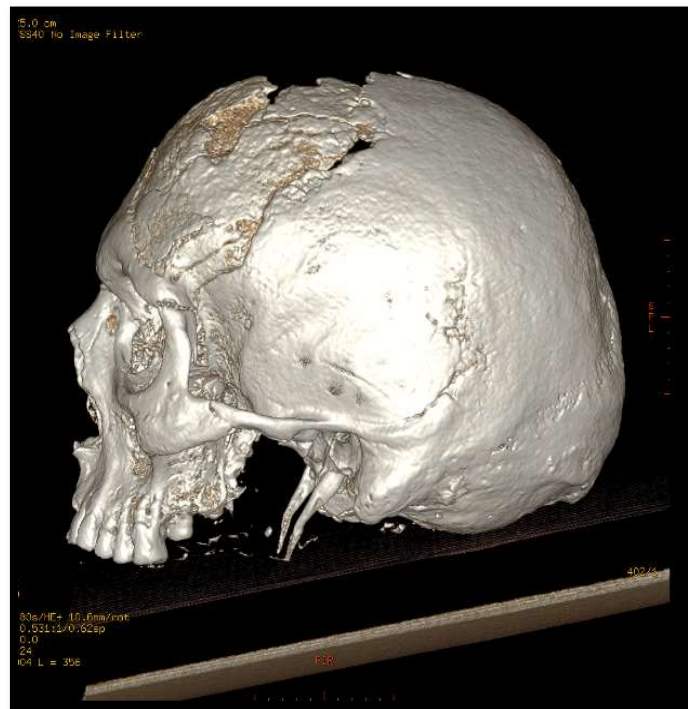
Caso 29. TAC 3D con reconstrucción tipo VRT.
